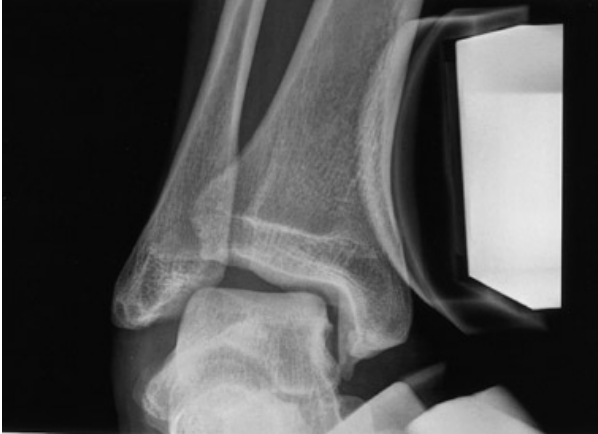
Preoperative stress radiograph using Telos device shows ankle instability.
